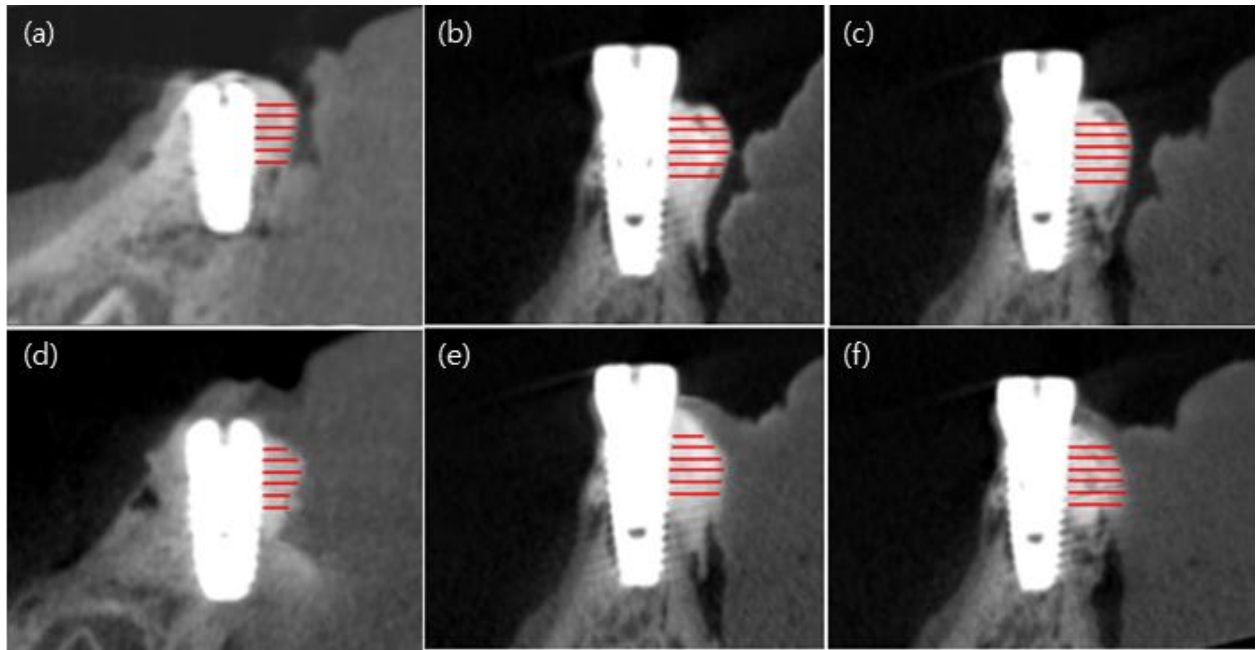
Bucco-oral CBCT reconstructions with the measurements of the dimensions of the augmented regions (HT0 mm - HT5 mm). (a),(b),(c) : before suturing, (d),(e),(f) : after suturing; (a),(d) : Control group (pBs), (b),(e) : Experimental group I (pBS+HA), and (c),(f) : Experimental group II (pBS+HA+FP)
